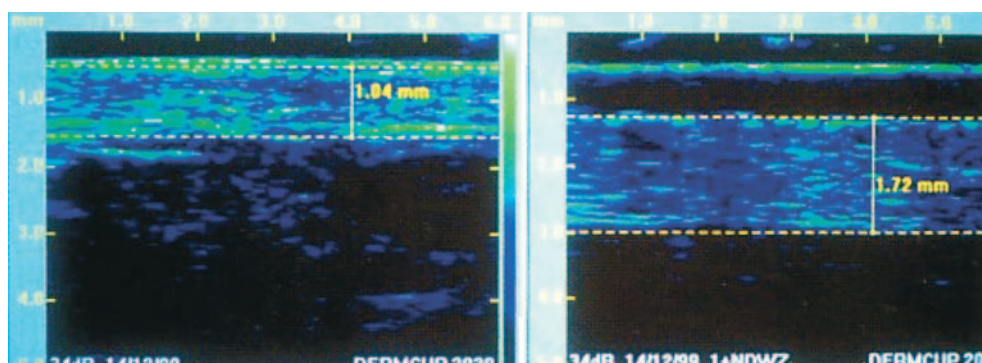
Échographie de haute fréquence (20 MHz) permettant de calculer l'indice de rétention d'eau (normale : indice de rétention d'eau [IRE] > 0,7).
